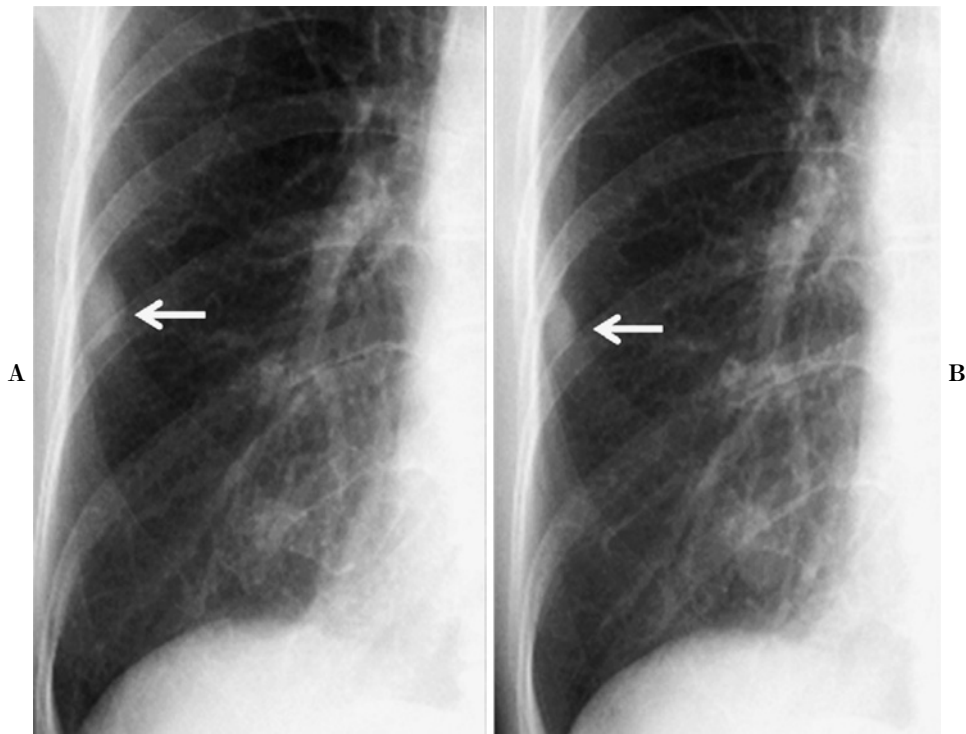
Chest radiographs showing an abnormal shadow in the right middle lung field (indicated by the arrow) (A: on admission, B: two years earlier).
